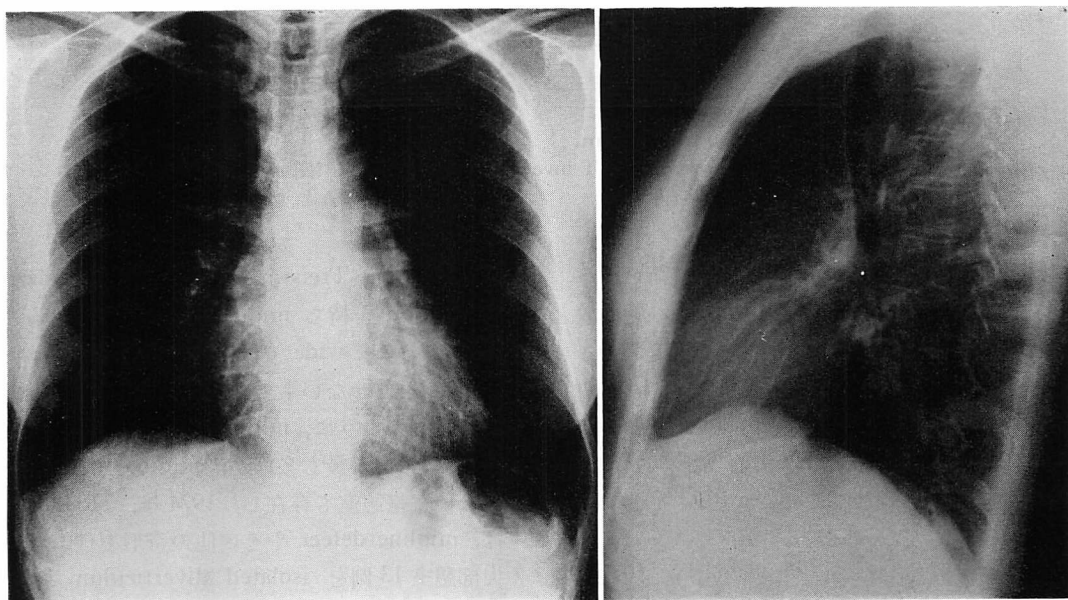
Chest roentgenograms.
